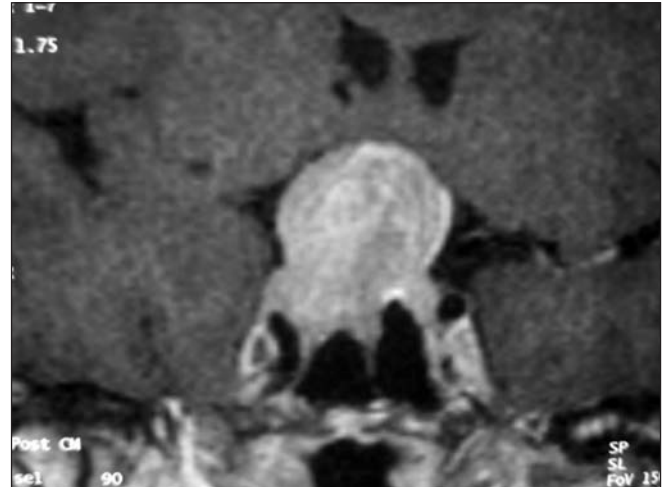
Resonancia magnética en corte coronal de macroadenoma hipofisario.
